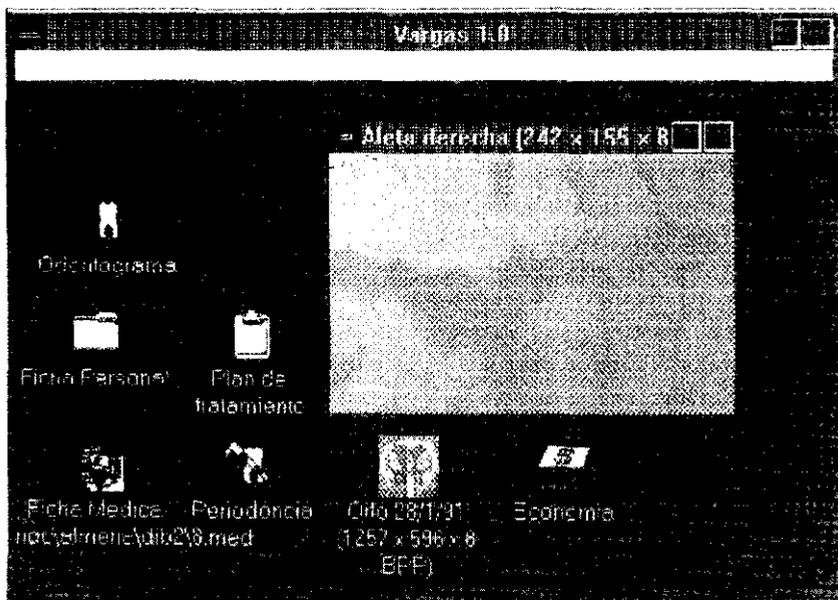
Radiografía almacenada en la ficha
